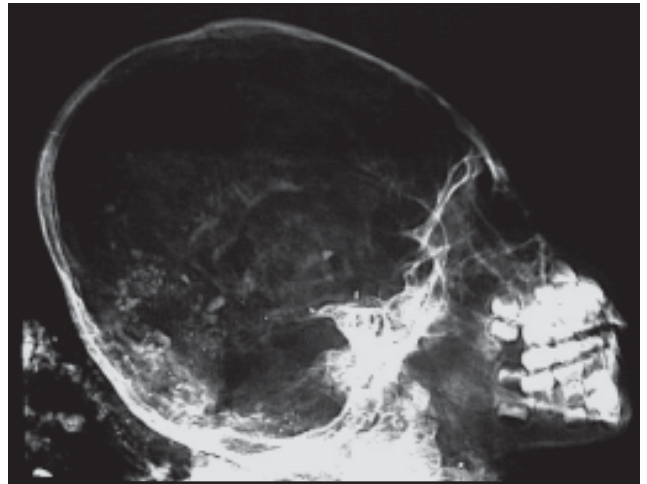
Rx perfil del cráneo de La Niña del Rayo donde puede verse el aplastamiento frontoparietal y occipitoparietal. (Reproducida con autorización del Am J Roentgenol).
